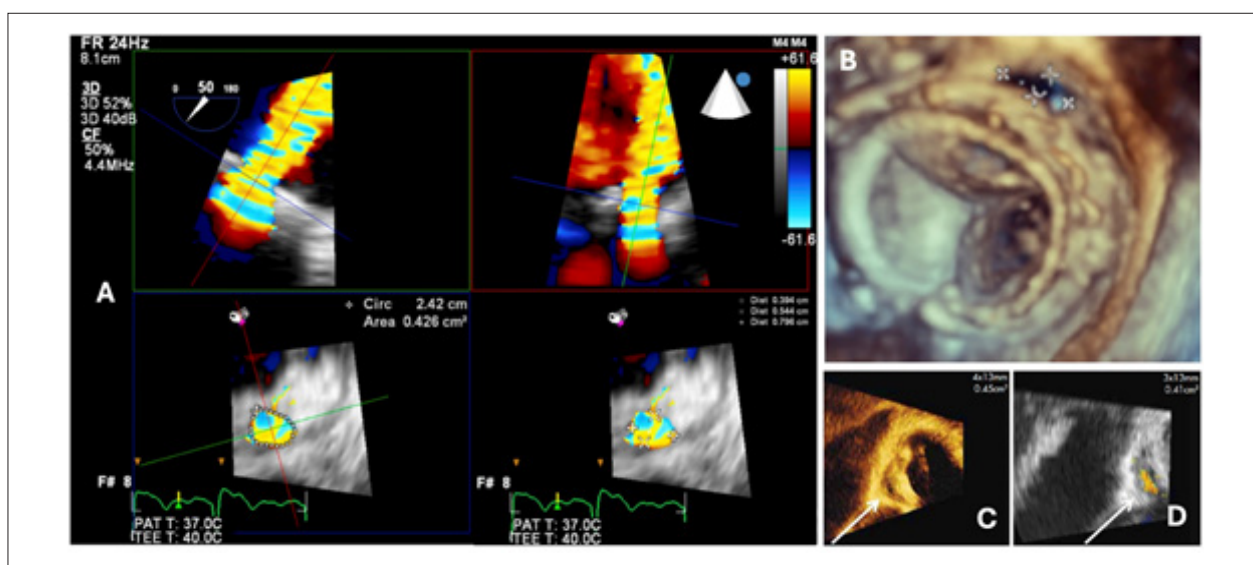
Avaliação de dimensão e aspecto do leak paraprotético mitral. A) Etapas para cálculo da área da vena contracta e suas dimensões; B) Utilização do método 3D para realizar as medidas das dimensões do leak paraprotético; C e D) Avaliação em escalas de cores diferentes e com Doppler Colorido. Adaptado de Gafoor et al.¹ e Pysz et al.⁶
